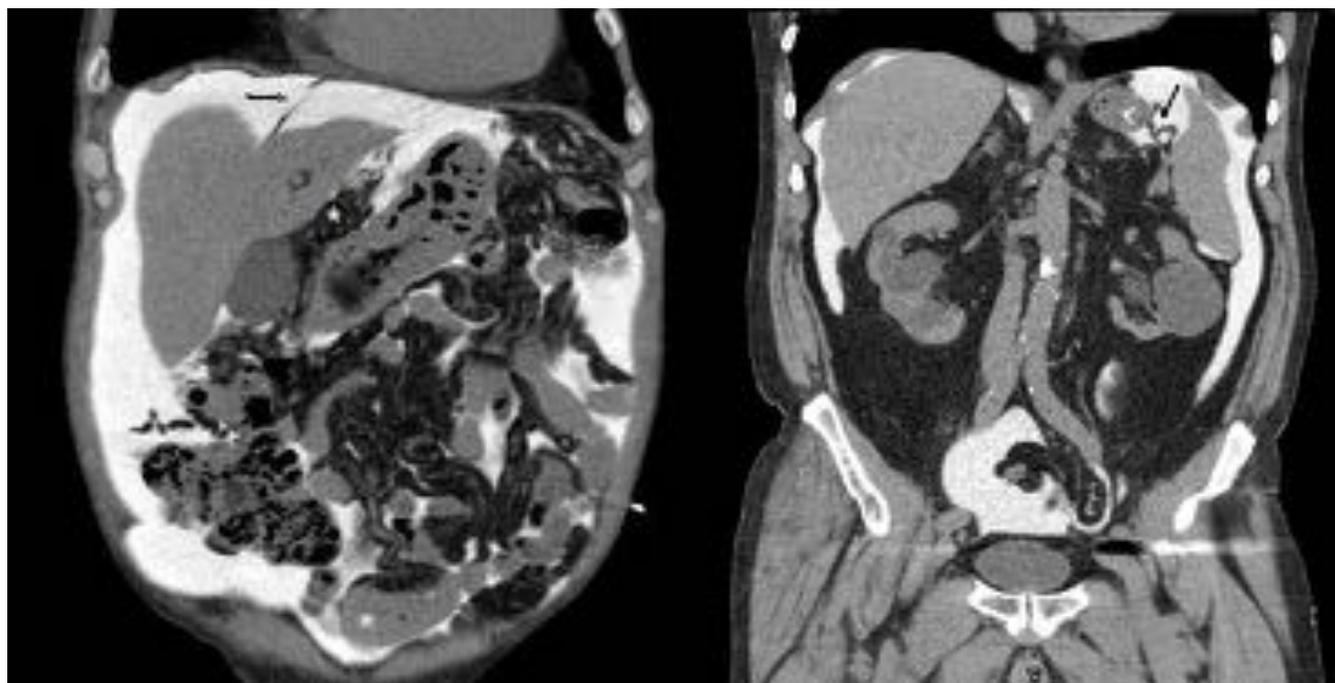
Corte coronal de TC peritoneografía situado a la izquierda: la flecha señala el ligamento falciforme, el cual sirve de límite entre el espacio supramesocólico derecho e izquierdo. El asterisco
